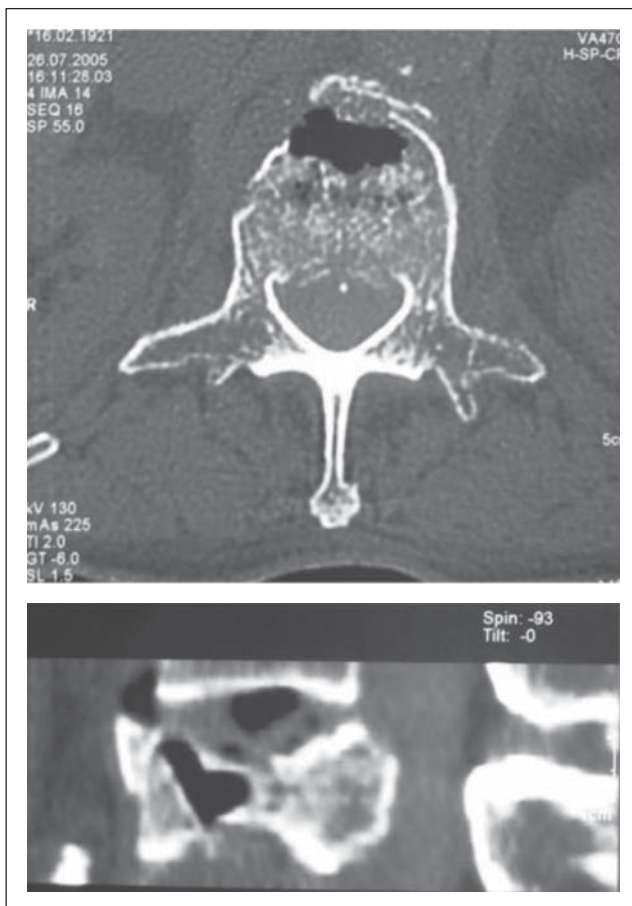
Männlich, 84 J., nach Sturz, CT mit sichtbarer Osteonekrose im ventralen Anteil des Wirbels.
